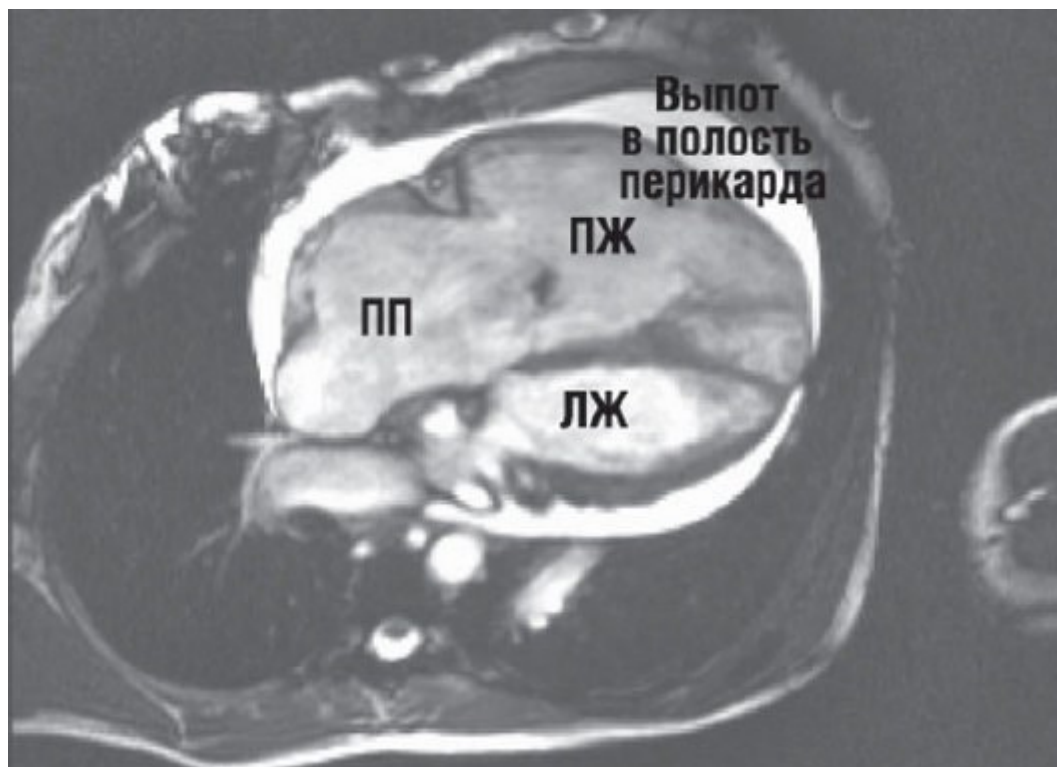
МРТ сердца пациента с ИЛГ. Дилатация ПЖ и ПП, уменьшенный размер ЛЖ, выпот в полости перикарда. Материал предоставлен Anton Vonk Noordegraaf.
